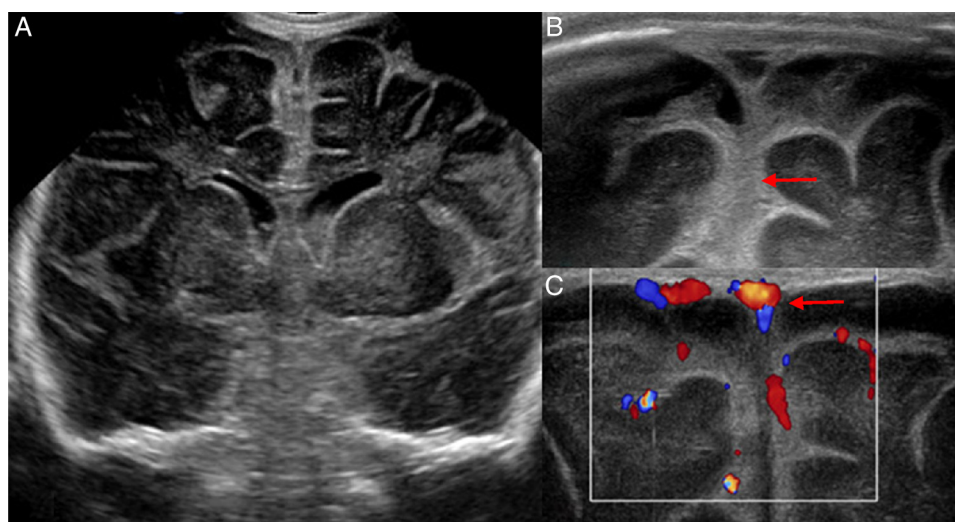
Paciente de 16 días de vida con meningitis por *Salmonella*. A) Ecografía transfontanelar que muestra un aumento del espacio extraaxial. B) Detalle del espacio extraaxial a mayor resolución mostrando un engrosamiento de las meninges y tabiques ecogénicos en el espacio subdural (flecha). C) El Doppler color muestra la presencia de flujo en los senos venosos (flecha).
